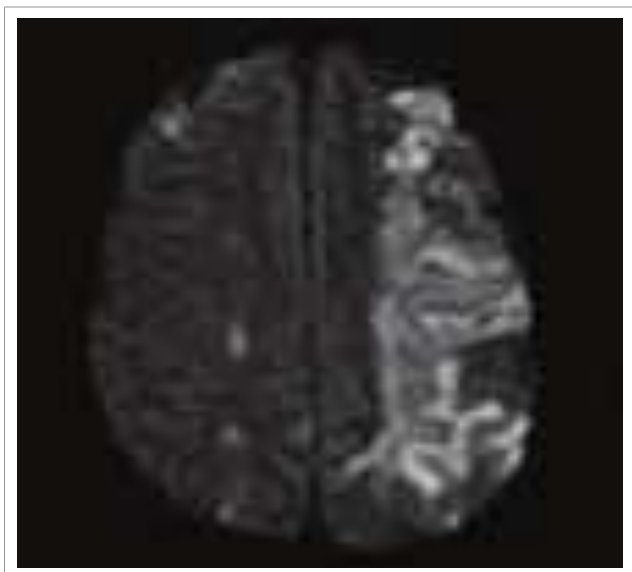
Imagem de ressonância magnética: AVC por embolização durante a passagem de dispositivo endovascular pelo arco aórtico.
